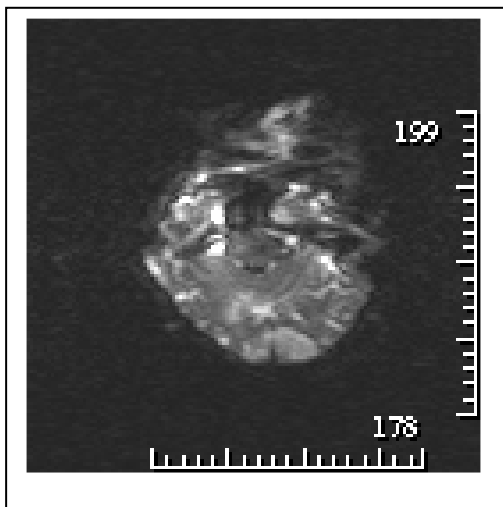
а. Пациент В., 72 лет, МРТ головного мозга. Режим DWI. Ишемия в бассейне обеих задних мозговых артерий
